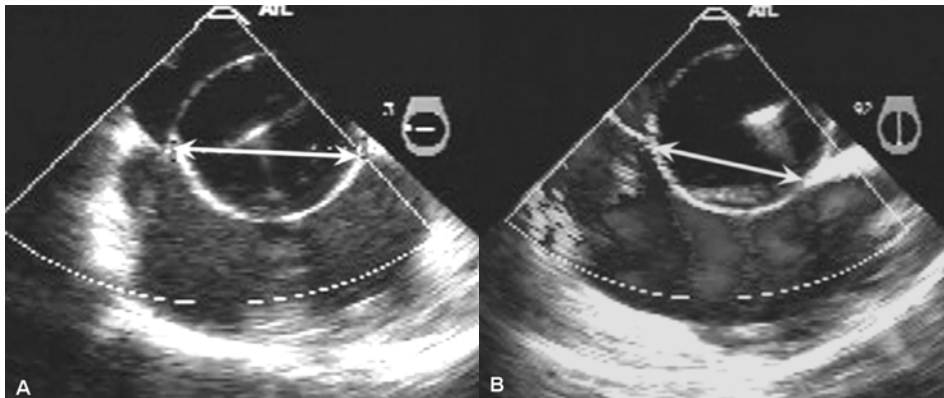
Measurement of the balloon occlusive diameter on short axis view (A, 0-45°) and long axis view (B, 90-110°) by transesophageal echocardiography.
